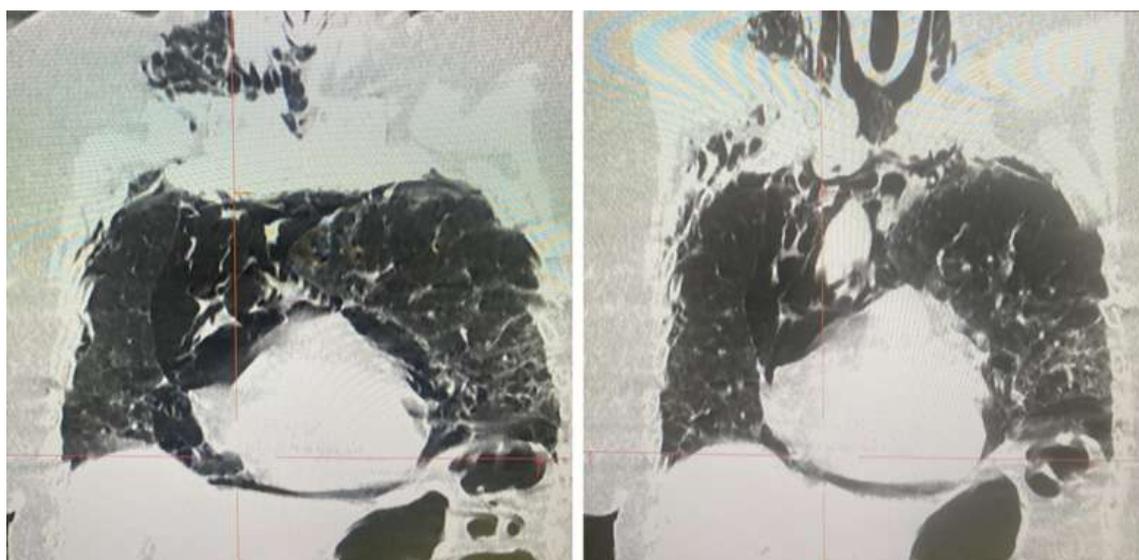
Томограмма (пациент К.) – пневмомедиастинум с подкожной эмфиземой в проекции грудной стенки и шеи (собственное наблюдение)
